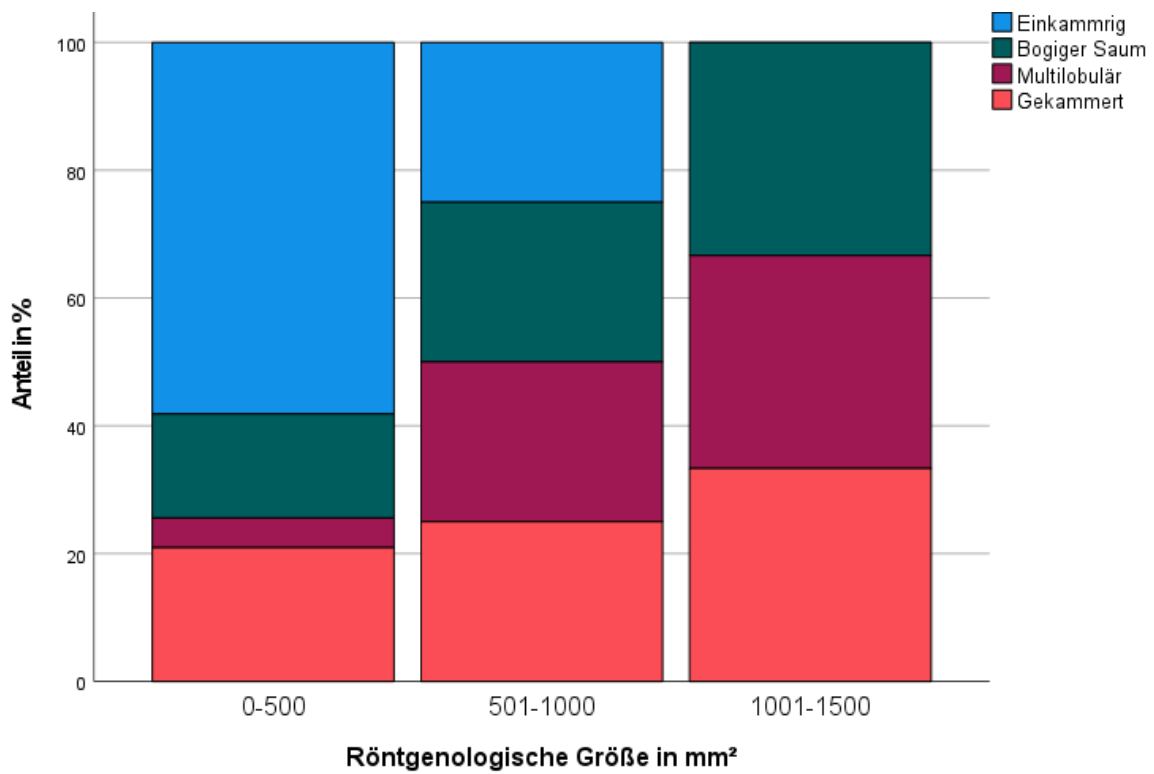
Röntgenologische Morphologie in Bezug auf die röntgenologische Größe
